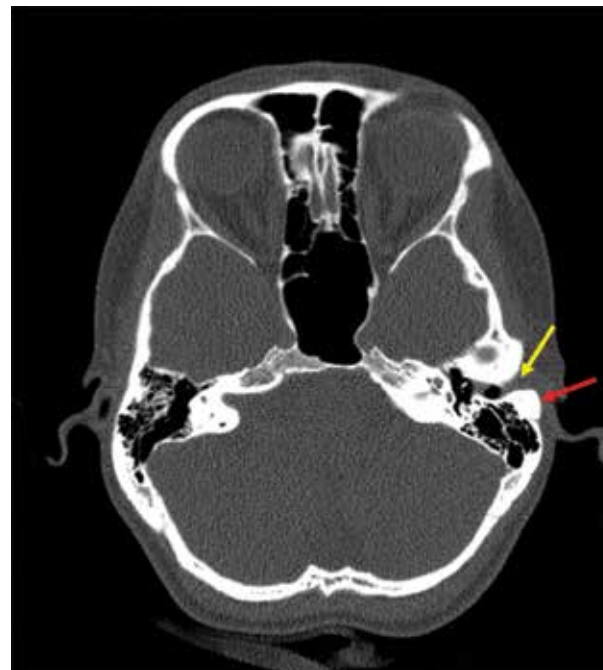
Данные компьютерной томографии височных костей пациентки Ш.: сосцевидные отростки пневматического типа строения, барабанная полость и антрум свободны, красная стрелка указывает на новообразование сосцевидного отростка, желтая – на блок входа в наружный слуховой проход
